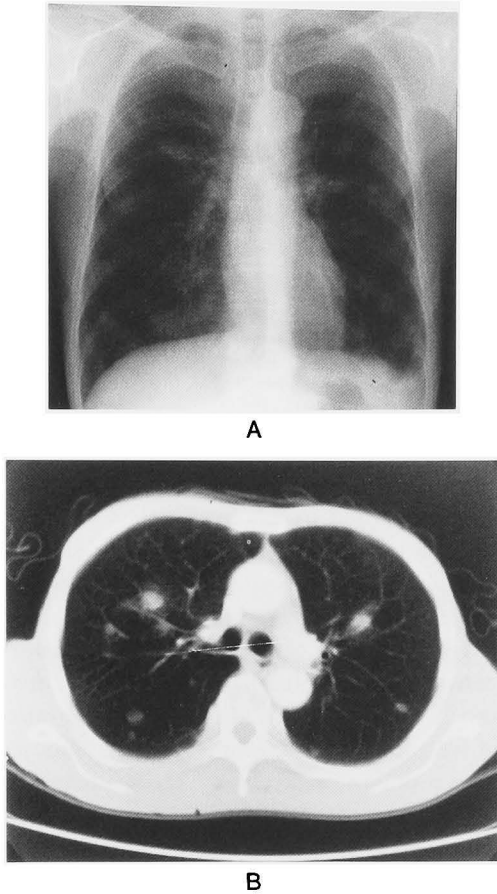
A: Chest radiograph showing multiple coin lesions of the bilateral lung fields. B: Chest computed tomography scan showing multiple pulmonary nodules.
